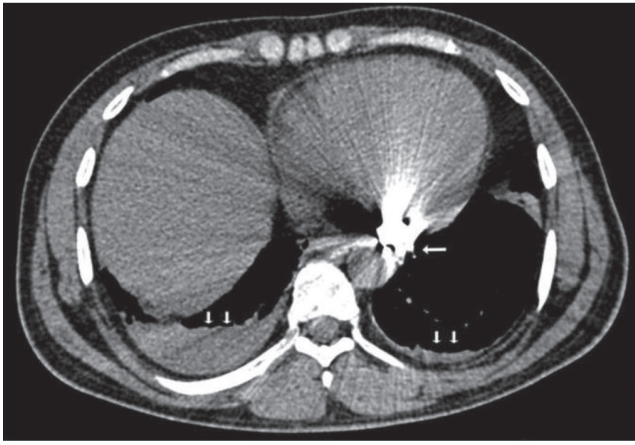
На комп'ютерній томограмі показано щільне стороннє тіло (горизонтальна стрілка). Через артефакт не визначається точна локалізація кулі. Стрілки показують двосторонній плевральний випіт — справа більше, ніж ліворуч. Також відмічено мінімальний перикардальний випіт
